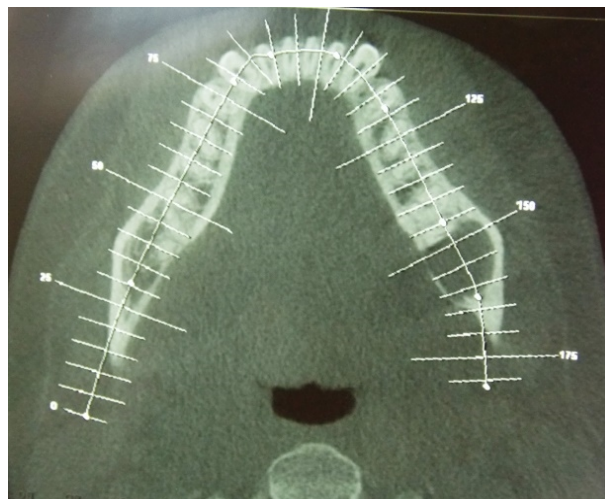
Tomografia computadorizada (corte axial) - imagem hipodensa compatível com lesão osteolítica expansiva em mandíbula (E).
